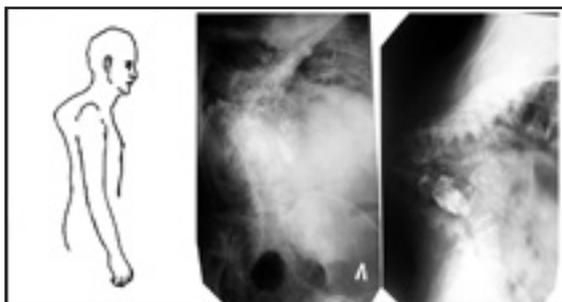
Кифосколиотическая деформация грудной клетки (туберкулезный горб), вследствие спондилита, развившегося в раннем детском возрасте (рисунок, рентгенограммы в прямой и боковой проекции).
